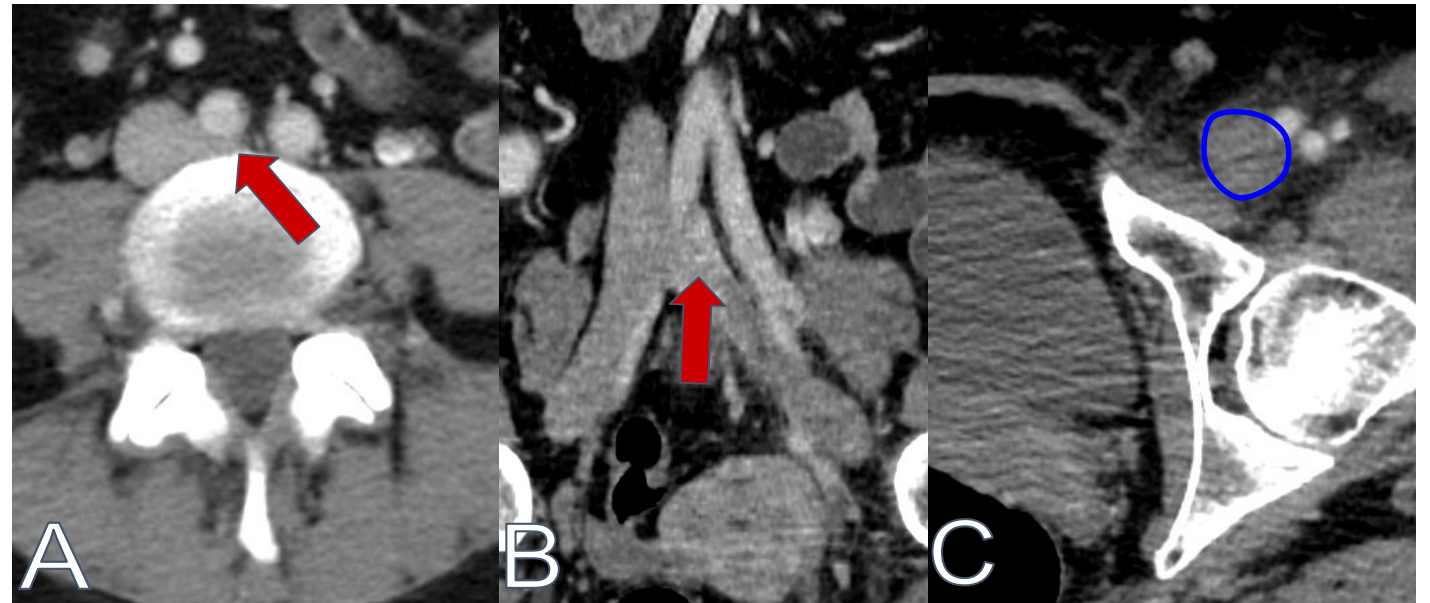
Mujer de 48 años diagnosticada de síndrome de May-Thurner. HUGTIP, TC abdominal en fase venosa en planos axial (imágenes A y C) y coronal (imagen B), donde se observa disminución de calibre de origen de vena ilíaca común izquierda (flecha roja) y trombosis de la vena femoral izquierda (círculo azul).
